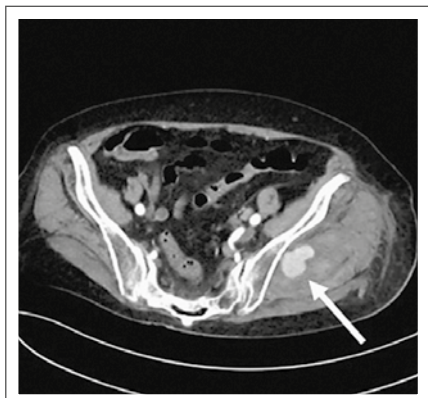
Angio-CT zeigt die persistierende Blutung (weißer Pfeil) aus der linken Art. obturatoria.
